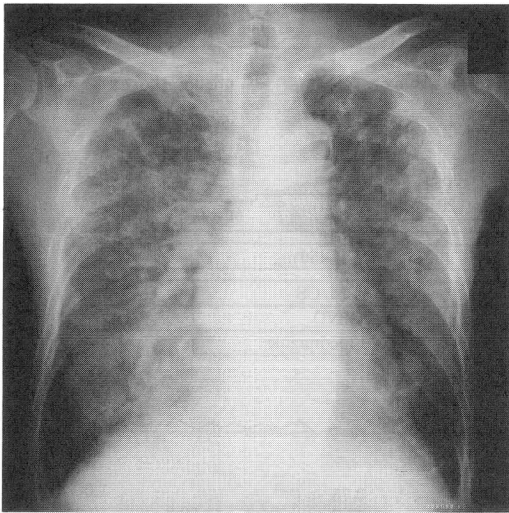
Plain chest x-ray film on admission (Jan. 23, 1989).
